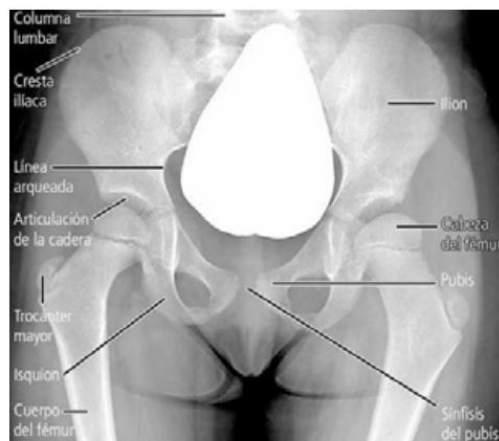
Radiografía anteroposterior de la pelvis de una niña de 6 años. Aún no se ha completado la osificación del coxal ni la de la epífisis proximal del fémur.
